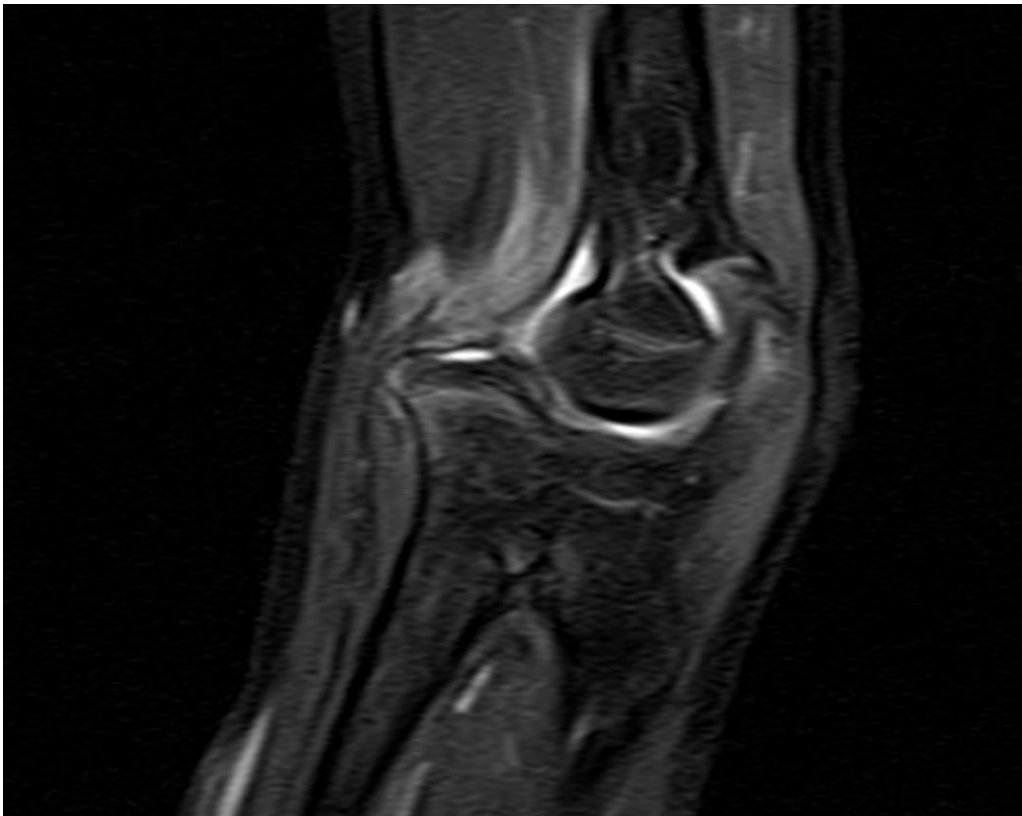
Resonancia del codo. Plano coronal puro FSE potenciado en T1.
